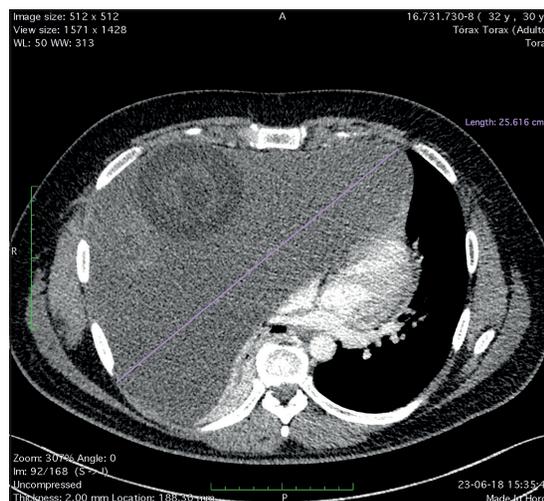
Corte axial TAC de torax donde se evidencia diámetro mayor y evidencia de lesiones quísticas.
